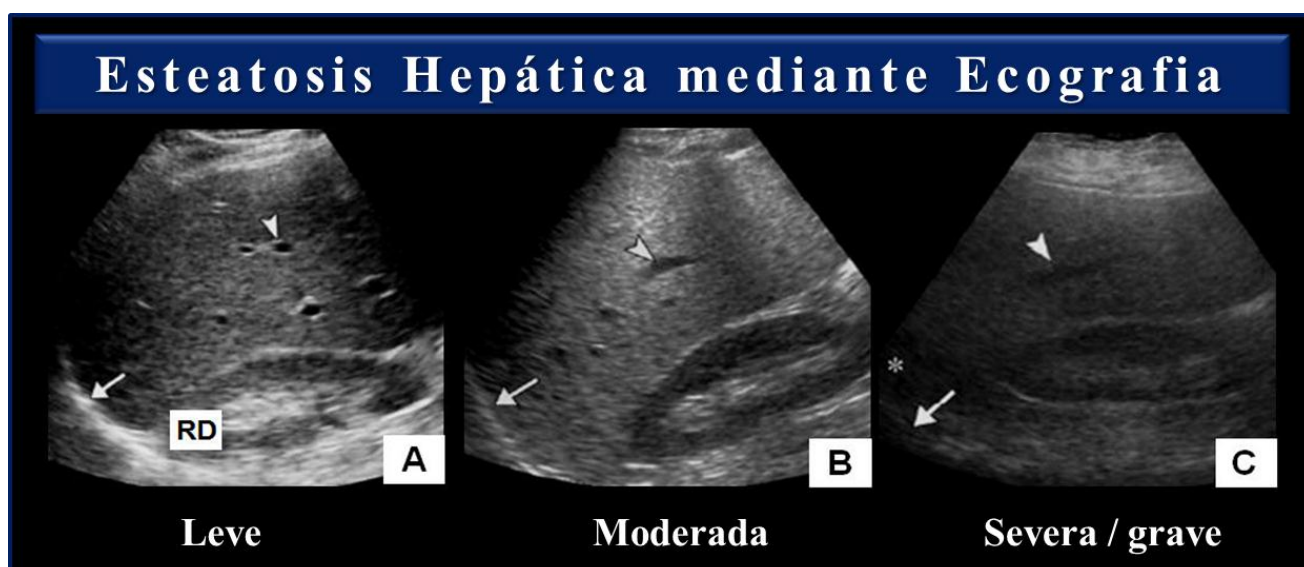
Estudio de la esteatosis hepática mediante ecografía. La ecografía únicamente permite la valoración cualitativa de la esteatosis y su severidad a partir de la relación ecogénica entre hígado y la corteza renal.
